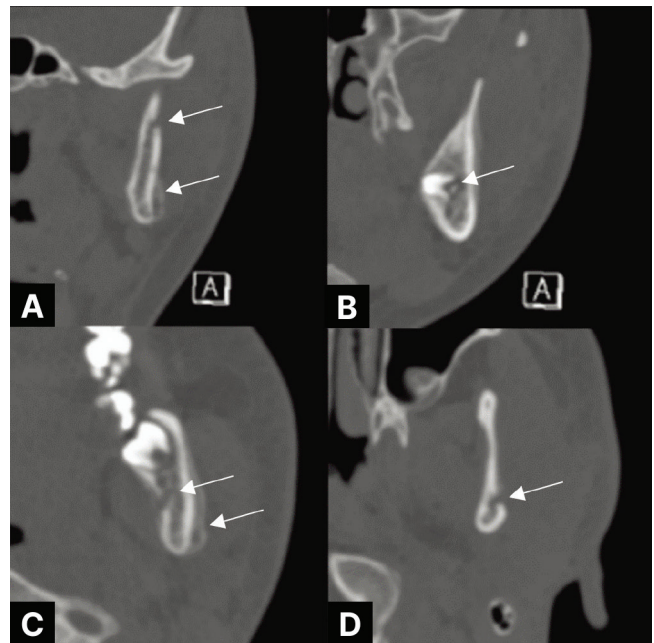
Facial computed tomographic images at presentation. A. Coronal view shows periosteal reaction in the mandibular angle region and cortical bone destruction in the ramus area. B. Coronal view demonstrates bone destruction associated with inflammation around the root of the suspected causative third molar. C and D. Axial views show cortical bone destruction and periosteal reaction in the mandibular angle and ramus regions, respectively.
